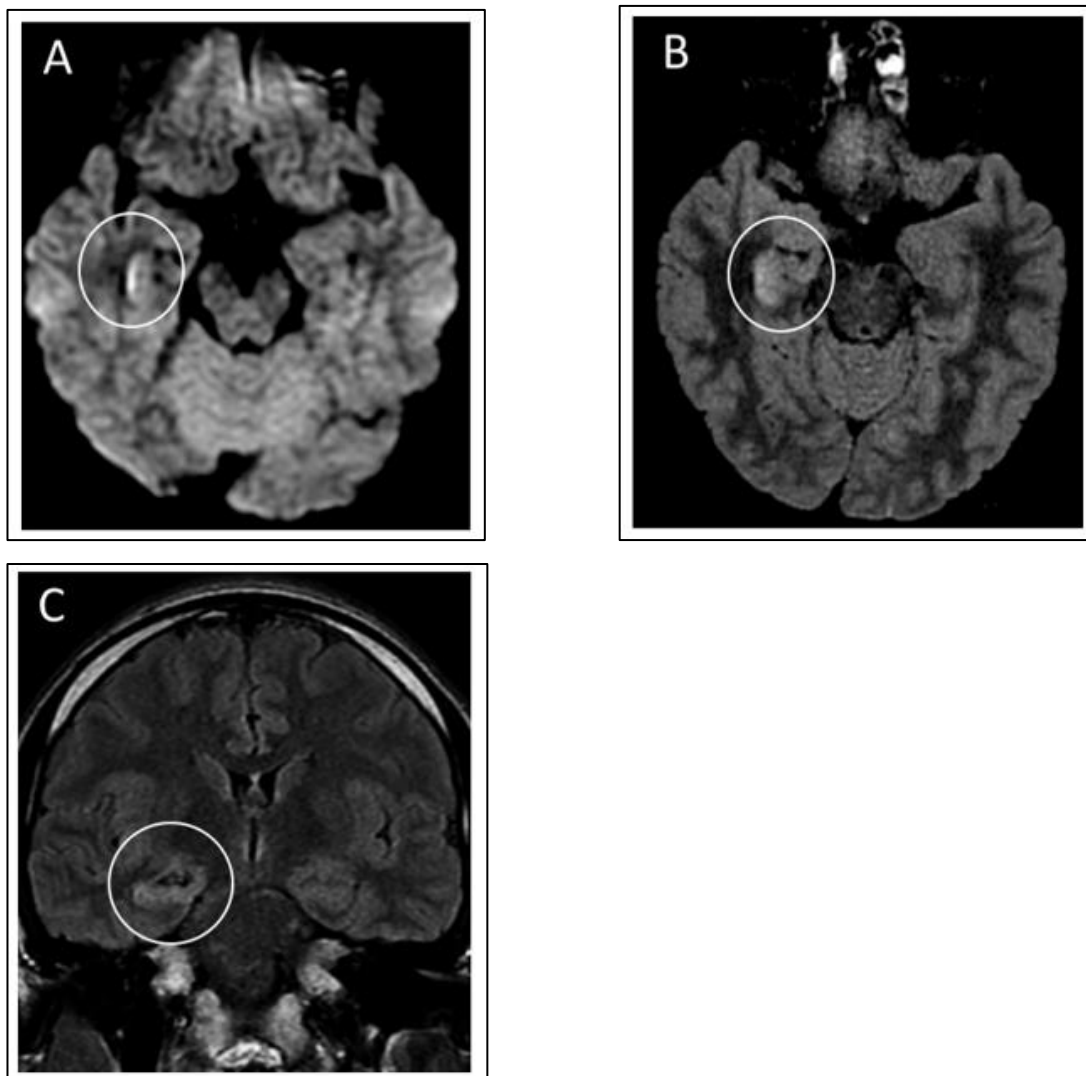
RMN cerebral realizada tras 20 horas del ingreso del paciente.
